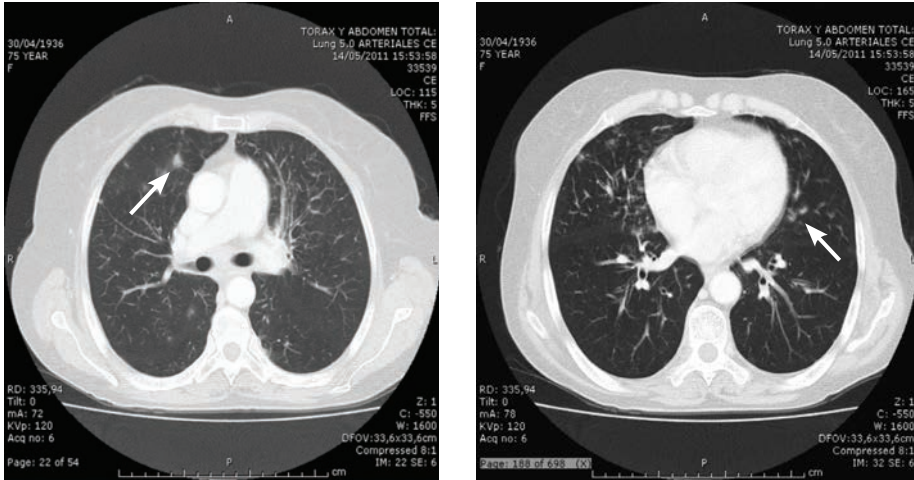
TAC de tórax de alta resolución. Se observan lesiones metastásicas en ambos pulmones (flechas)
